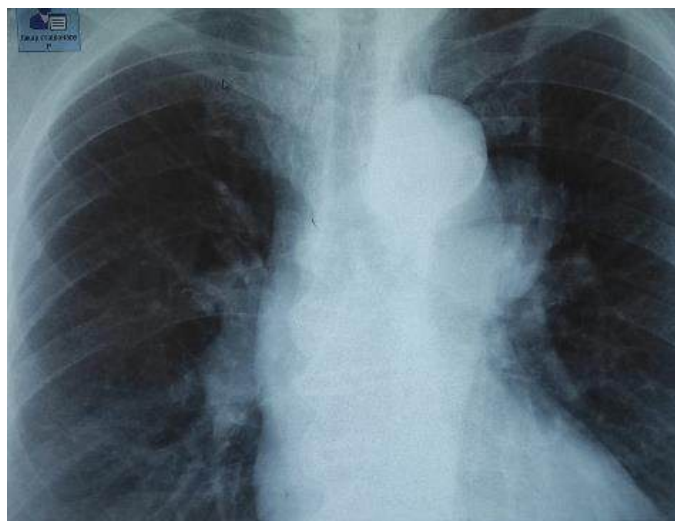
Рентгенографія ОГК
